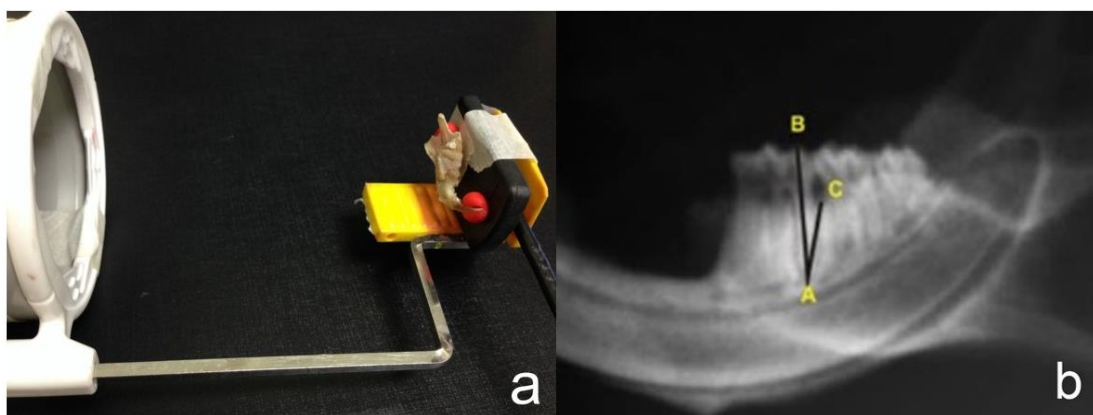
a) Posicionamento da peça no sensor digital, de tal maneira que o primeiro molar inferior ficasse o mais paralelo possível com o sensor; b) Radiografia com a marcação dos segmentos AB, AC e o ângulo formado entre esses segmentos (CÂB).
